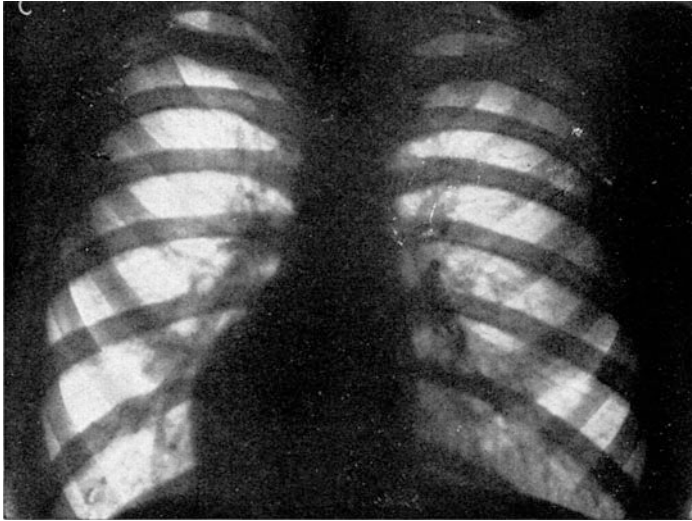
Röntgenbild des normalen Herzens.
